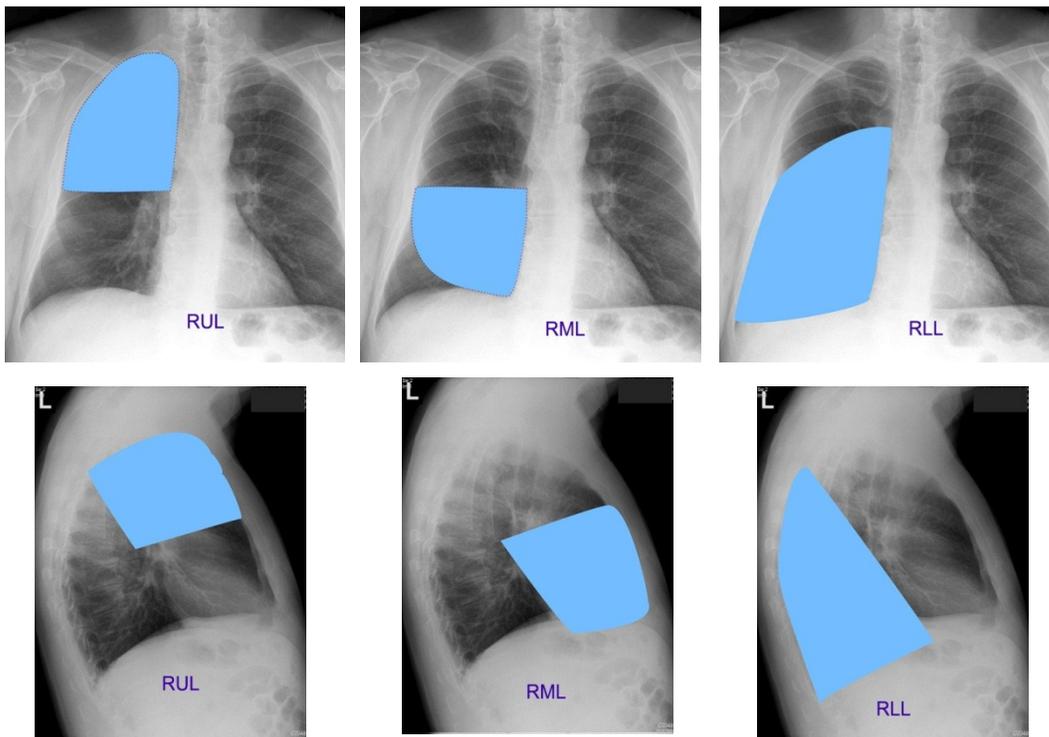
RadioanATOMI foto toraks Lateral kiri
